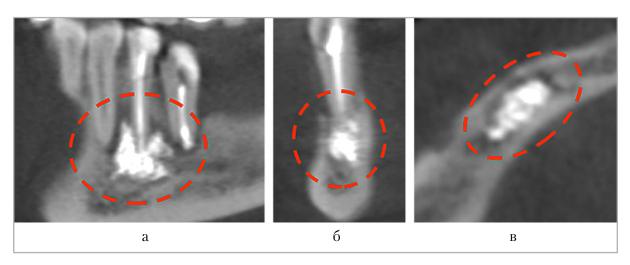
Конусно-лучевые компьютерные томограммы. MPR в кососагиттальной (a), коронарной (b) и аксиальной (b) плоскостях. Очаг структурных изменений костной ткани с четкими ровными контурами, неправильной формы, плотностью около 2350 ед. HU. Предварительное рентгенологическое заключение — пломбировочный материал
